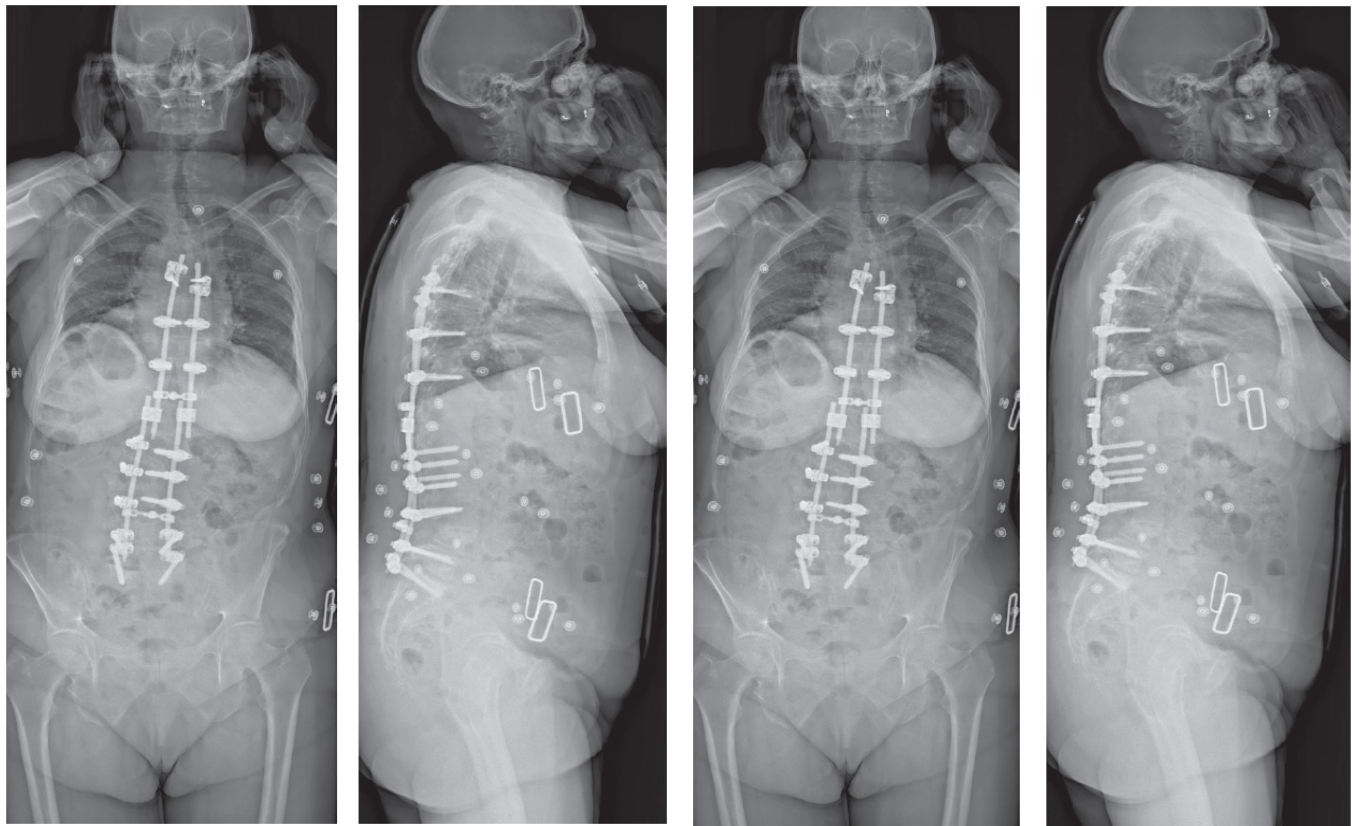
Рентгеновский снимок (до операции)
